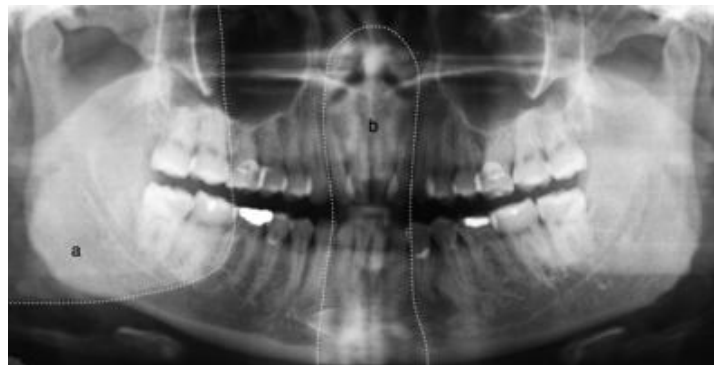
Imagen fantasma en una radiografía panorámica, (a) la mandíbula contralateral y (b) la columna cervical.
